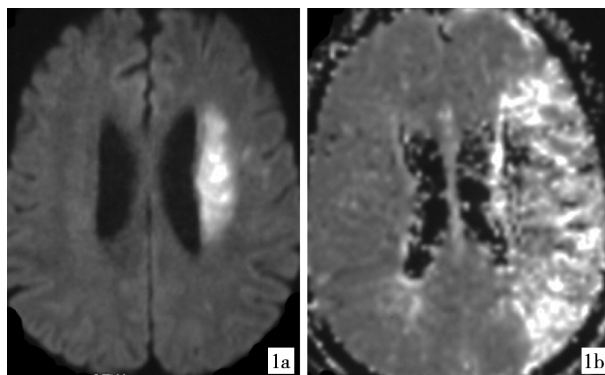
DWI 提示左侧基底节及放射冠区急性脑梗死(1a);大脑中动脉供血区较对侧明显低灌注,(PWI-DWI)/PWI 大于 50%(1b)
